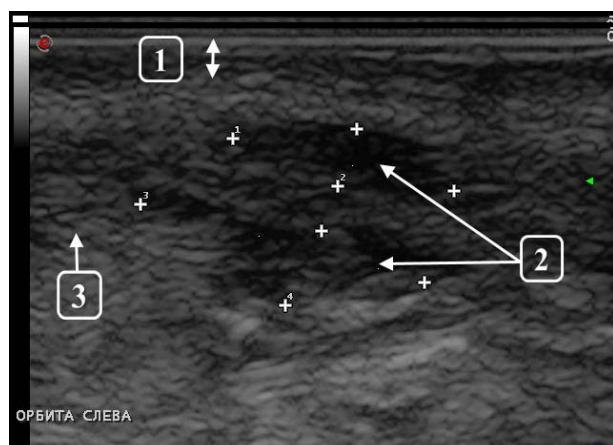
УЗИ в В-режиме периорбитальной области в проекции носослезной борозды, сагиттальный срез на уровне костного края орбиты (стрелка 1 — дерма). Субдермально визуализируется гипозоногенный неоднородный за счет чередования участков повышенной эхогенности с пониженными болюсами филлера (стрелка 2 — филлер) с нечеткими, неровными контурами, овоидной формы, с признаками отека окружающих тканей в виде зоны повышенной эхогенности (стрелка 3 — отек). Визуализация структур окружающих тканей затруднена. Ультразвуковые признаки филлера в проекции носослезной борозды, отек мягких тканей периорбитальной области.
